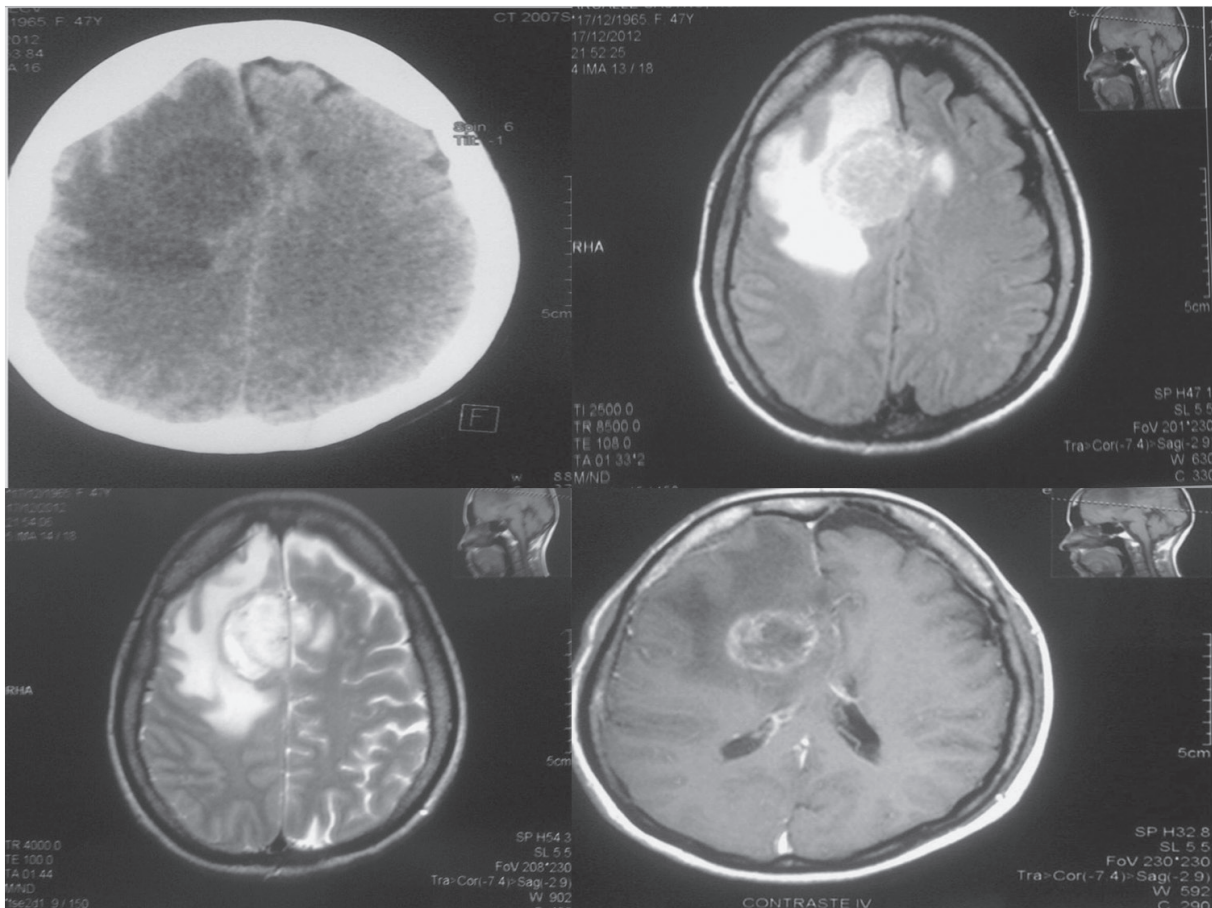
TAC Y RMN cortes axiales. Glioma de alto grado frontal izquierdo.
